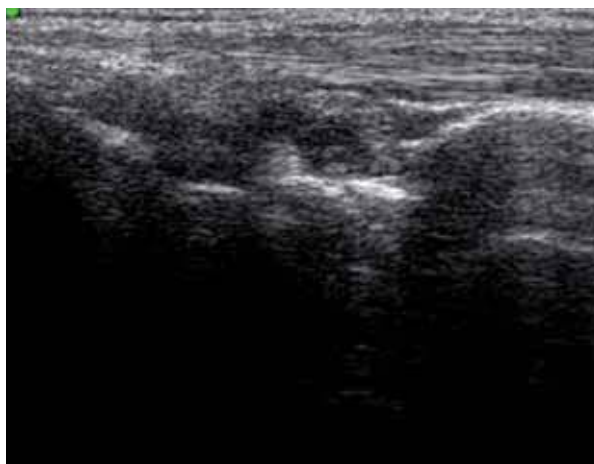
La scansione volare del polso evidenzia un diffuso coinvolgimento sinoviale in sede carpale caratterizzato da un aspetto ecografico disomogeneamente iperecogeno
